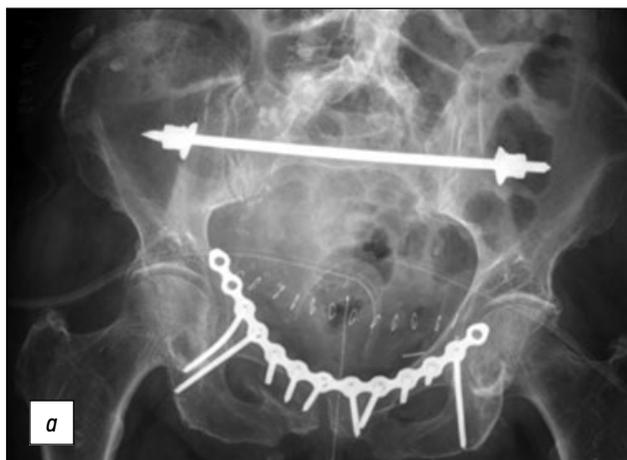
Системы трансподвздошной мостовидной фиксации [19, 39]. *a* — обзорная рентгенограмма таза, демонстрирующая трансподвздошную мостовидную фиксацию заднего полукольца таза балкой, *b* — обзорная рентгенограмма таза, показывающая трансподвздошную мостовидную фиксацию заднего полукольца таза пластиной.
